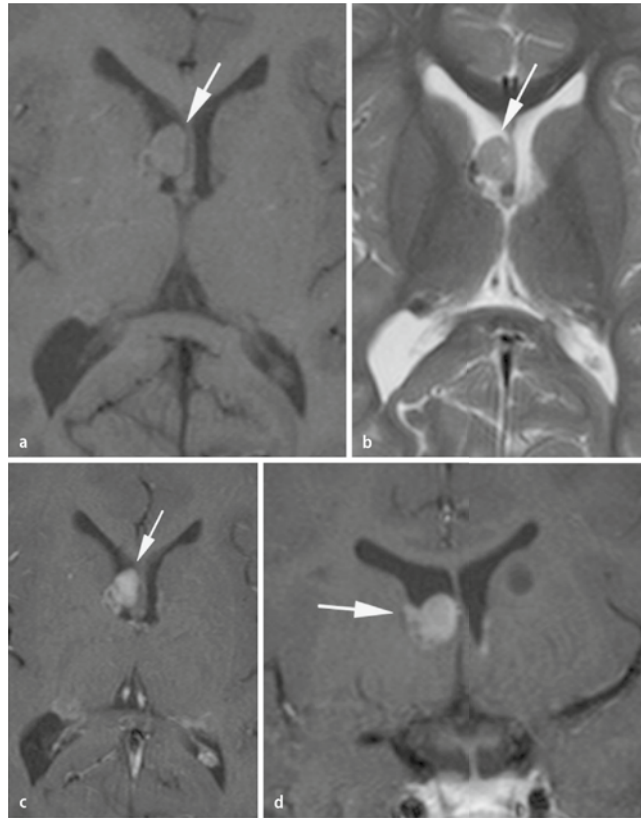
◀ Riesenzellastrozytom; Patient mit tuberöser Sklerose: In der MRT stellt sich eine gut umschriebene, rundliche Raumforderung dar mit Ursprung in der Wand des Seitenventrikels. In den T1-gewichteten Sequenzen erscheinen die Läsionen hypointens (a), in den T2-Sequenzen hyperintens (b). Nach KM-Gabe zeigt sich eine kräftige und homogene Aufnahme (c,d)
